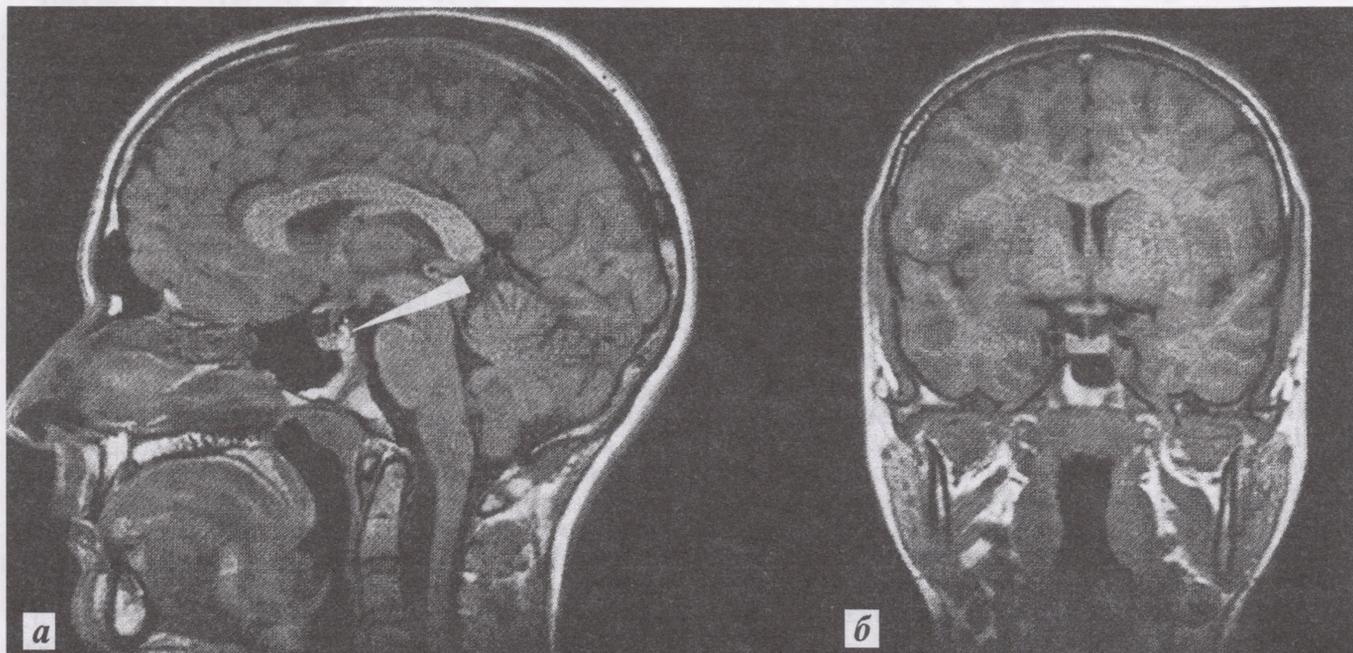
Нормальная МРТ-картина хиазмально-селлярной области.
